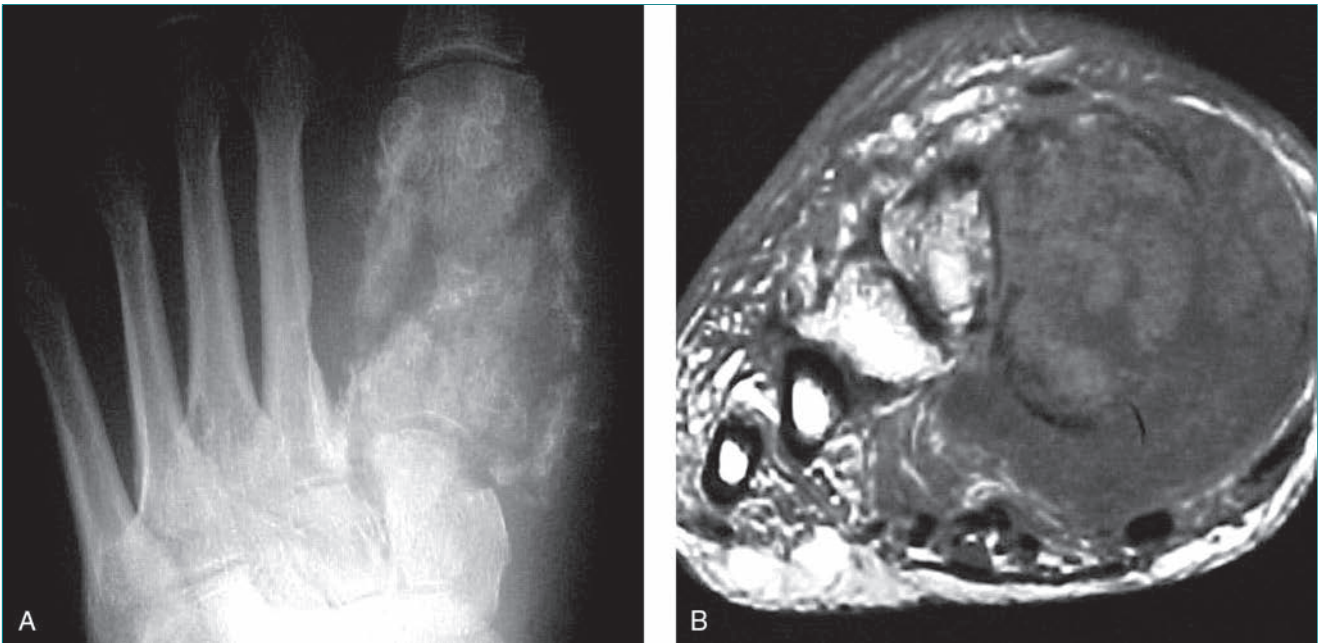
Condrosarcoma grado 2 en el pie izquierdo de un hombre de 68 años. A, La radiografía anteroposterior presenta una lesión destructiva en el primer metatarsiano. B, La RM axial en T1 revela una masa de partes blandas extensa. El diagnóstico histopatológico fue un condrosarcoma grado 2. Se realizó una amputación transtibial.
